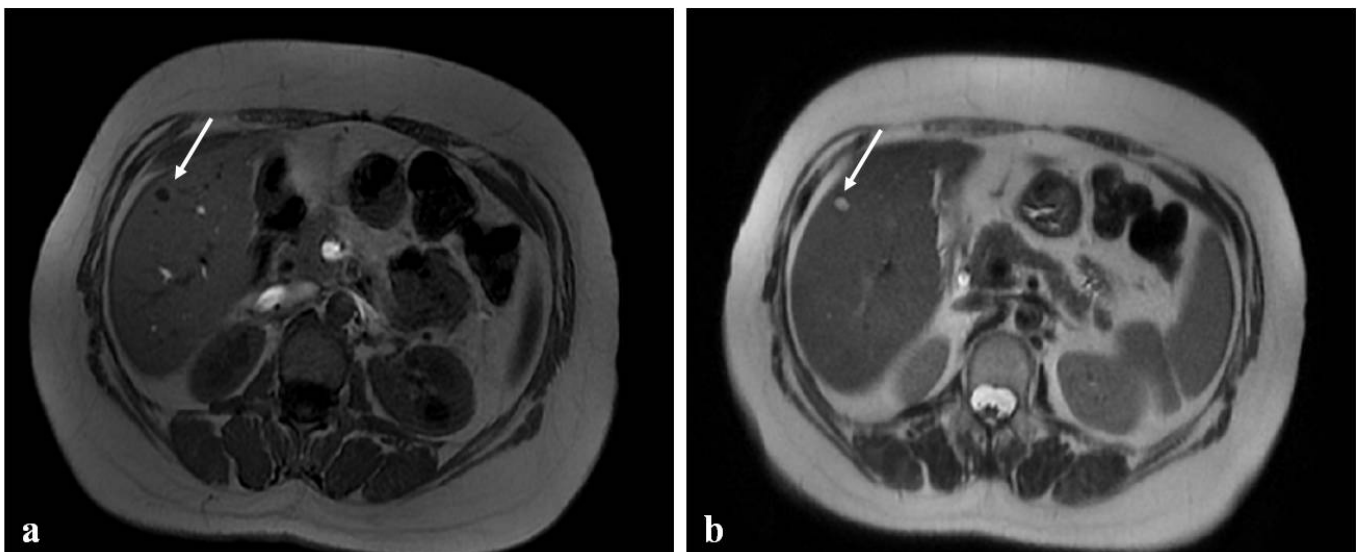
Cisti semplice in RM. In corrispondenza del V segmento epatico si evidenzia una lesione ipointensa nelle sequenze T1 (a), iperintensa in T2 (b).
